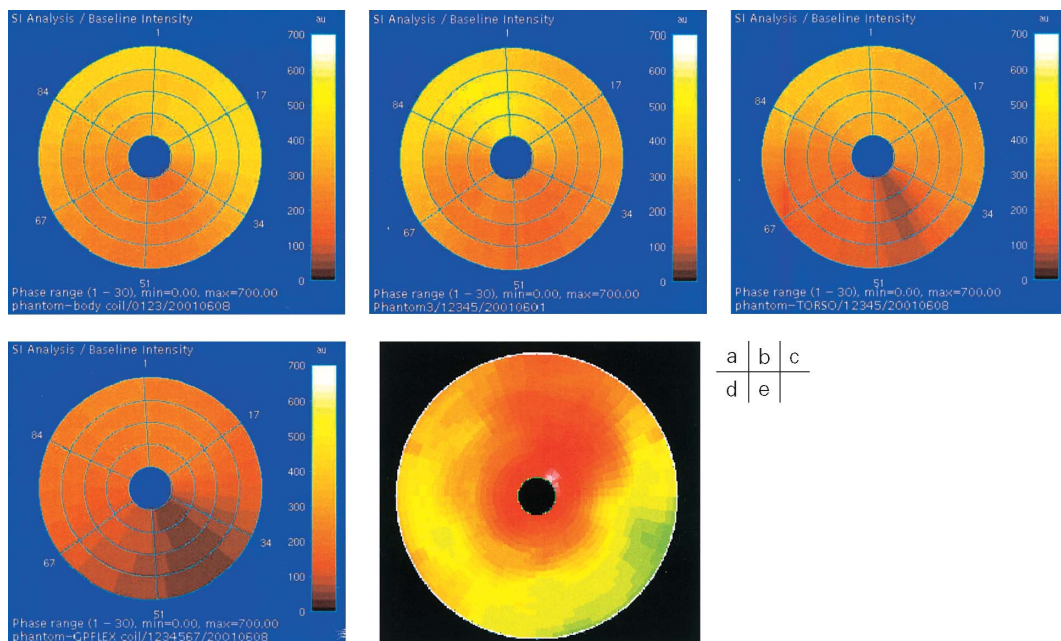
Bull's-eye map using MR imaging (a-d) and SPECT (e). a : using body coil, b : using cardiac coil, c : using TORSO coil, d : using GPFLEX coil.
